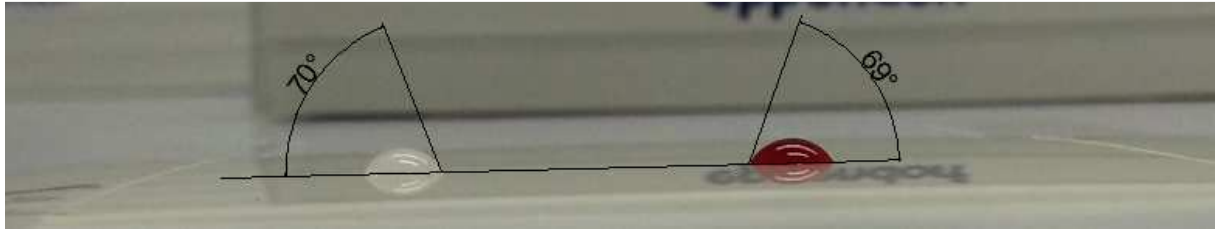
Kontaktwinkelmessung der PET-Trägerfolie mit einem Winkel von 70° für Wasser (links) und 69° für Blut (rechts).
